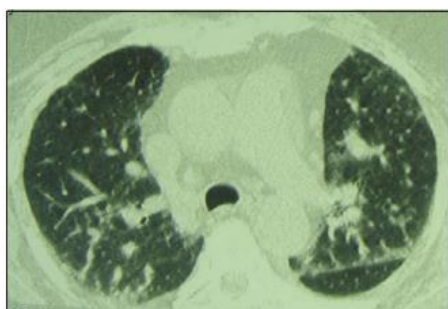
ИБЛ (по данным компьютерной томографии)
